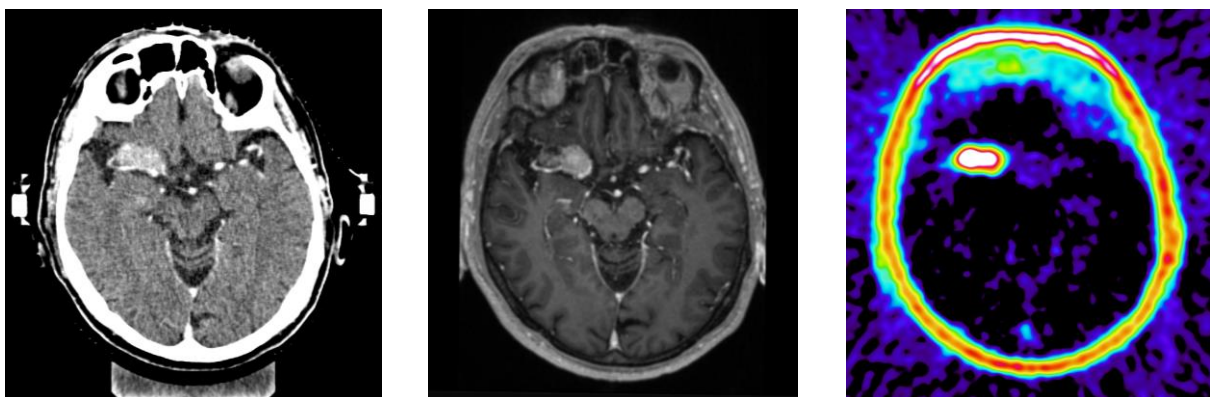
Bildgebung in der Meningeom-Diagnostik: Darstellung eines Schädelbasis-Meningeoms im CT (links), MRT (Mitte) und [68Ga]-DOTANOC-PET (rechts).
